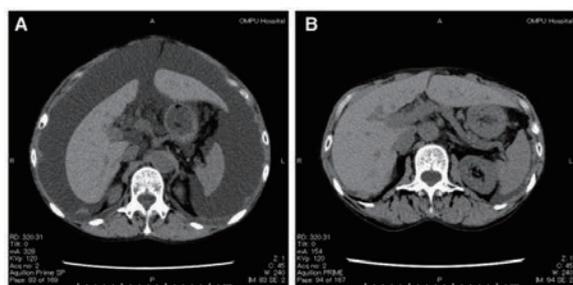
Pre- and postoperative CT images. A. Preoperative CT image showing massive ascites. B. Postoperative CT image showing no accumulation of ascites.
